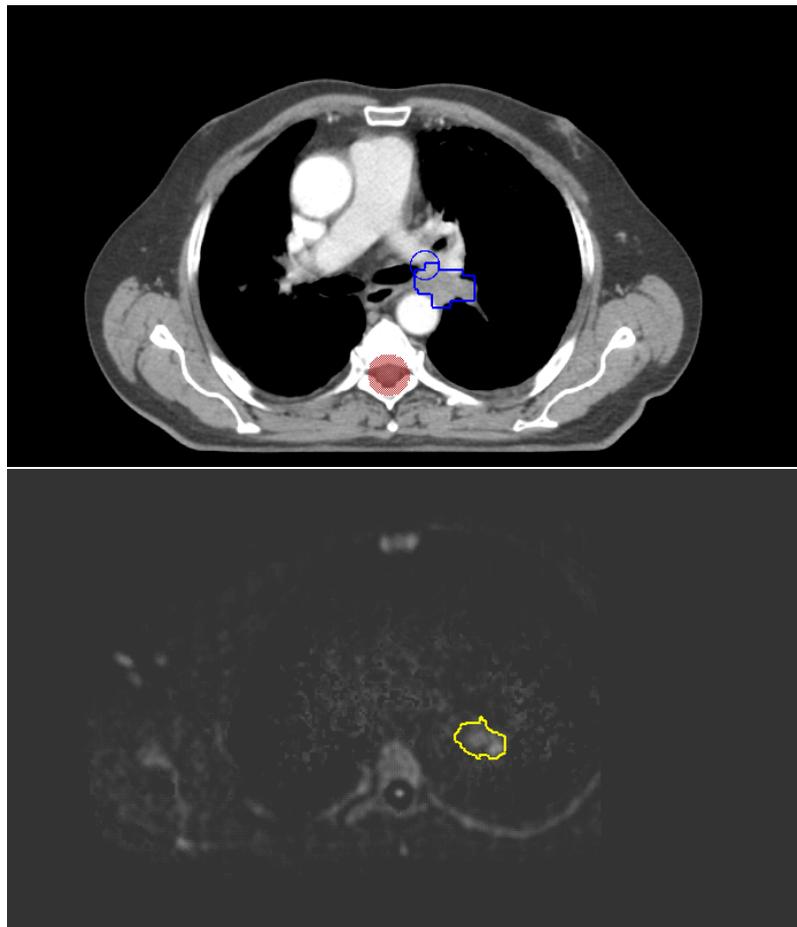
Fall 15: CT Abdomenfenster und DWI
